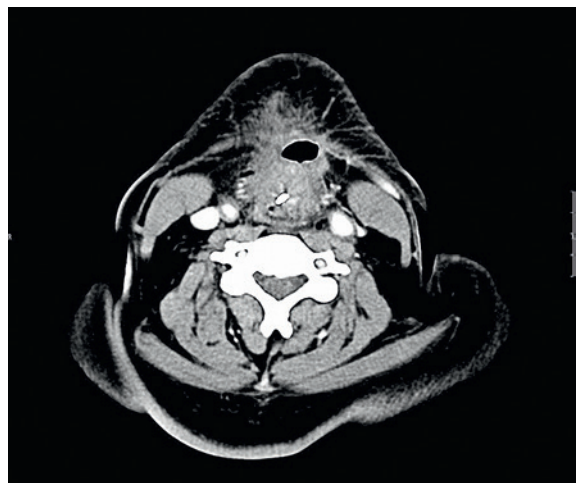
Больной Р., 62 года. Компьютерная томография. Аксиальный срез. Рецидив рака гортаноглотки, сужение просвета глотки, распространение на гортань
